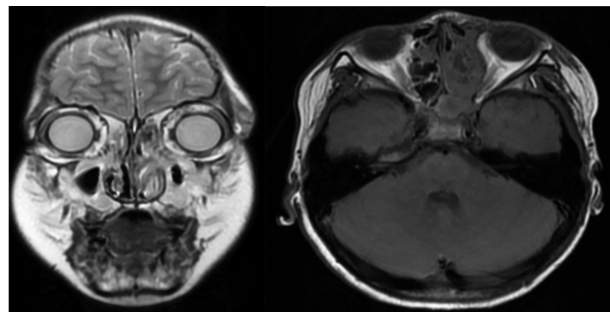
术后鼻窦 MRI 普通加增强扫描成像示:鼻窦鼻腔术后改变,鼻窦腔、鼻周、左侧眼眶、额部及颅内病灶较前范围缩小
